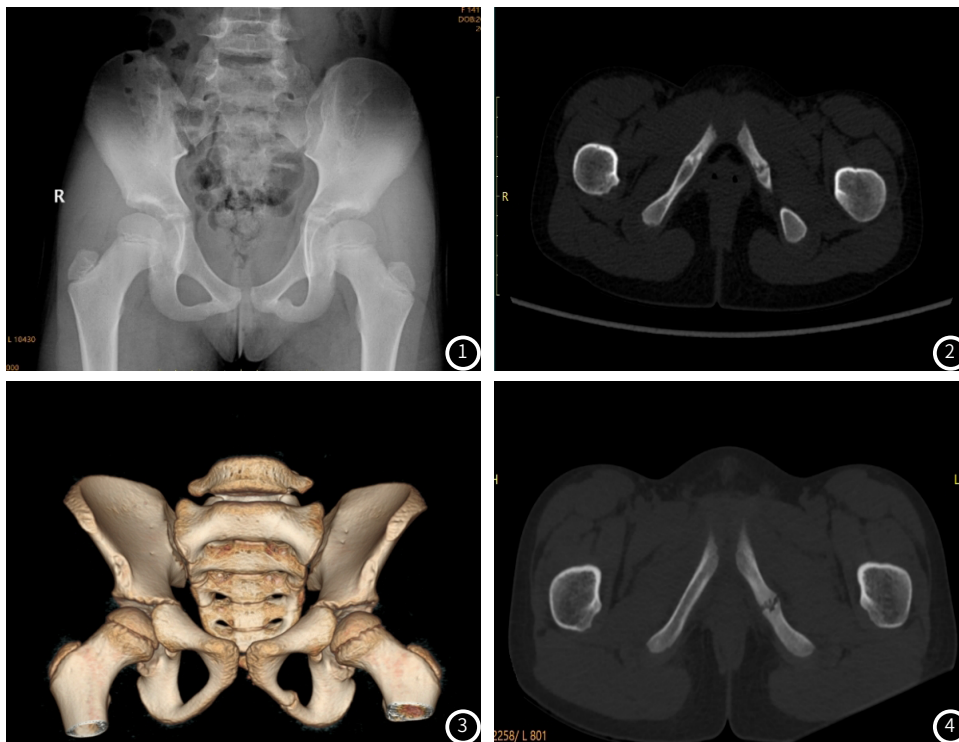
DR平片示: 左侧耻骨坐骨联合处骨质膨大, 密度不均。图2 CT显示双侧耻骨坐骨联合处局部膨隆, 左侧为著, 骨质未融合, 间隙稍增宽, 边缘硬化, 不规则成锯齿状改变, 无明显死骨及骨膜反应, 邻近软组织无肿胀。图3 VR。图4 (图3、4)左侧耻骨坐骨联合处骨质未融合, 局部稍膨大, 边缘硬化, 间隙稍增宽, 成锯齿状改变, 其周围软组织无肿胀。
